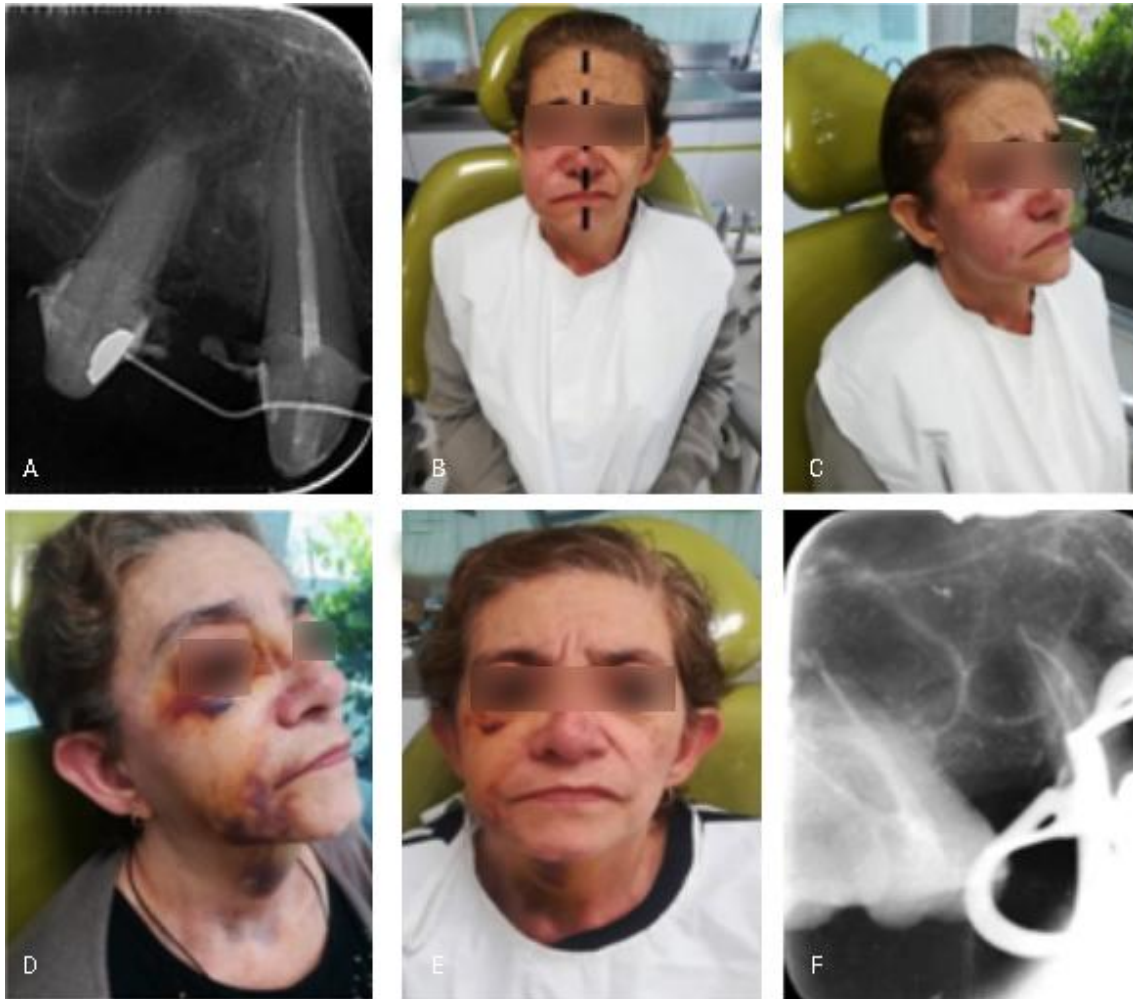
A. Radiografía periapical inicial: contacto con el seno maxilar derecho. B. Asimetría facial ocasionada por la extrusión del NaOCl. C. Signos de inflamación. D. Equimosis de seis días de evolución. E. Mejoría de los signos a los 10 días. F. Fin del tratamiento de conducto con éxito.
